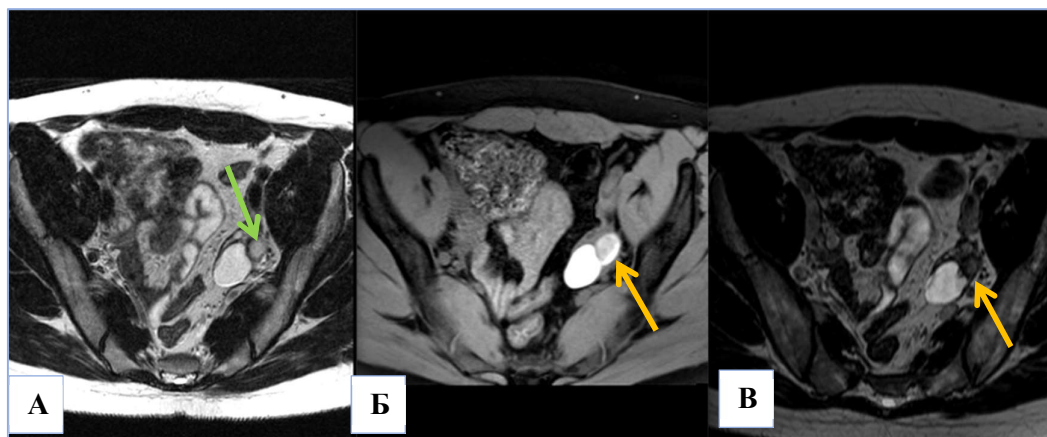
МР-томограммы. Эндометриомы. А) T2-ВИ TSE, аксиальная плоскость; Б) T1 VIBE FS, аксиальная плоскость; В) T2 SPACE ВИ, аксиальная плоскость. В левом яичнике визуализируются две кисты. МР-сигнал от содержимого кист, расположенной латерально, демонстрирует низкую интенсивность в T2 SPACE ВИ (эффект “затенения”) и высокую интенсивность на T1 FS ВИ за счет скопления в полости кисты продуктов распада гемоглобина (желтые стрелки). T2 TSE томограмма не демонстрирует эффекта затенения в области эндометриомы (зеленая стрелка).
